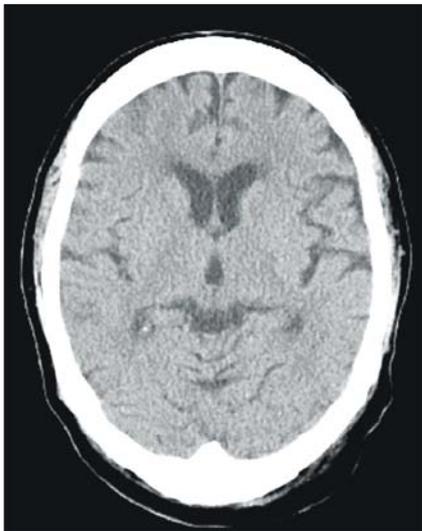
Brain computed tomography shows no abnormal findings.
